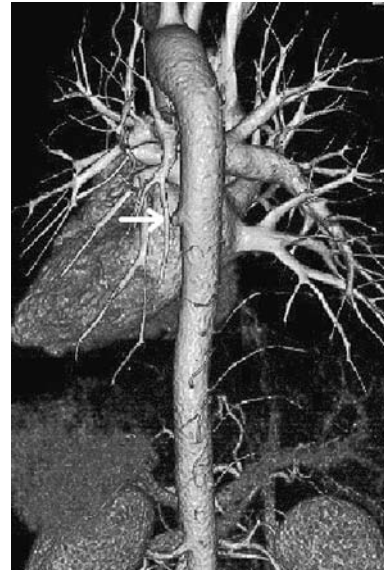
On July 10, 2014, three-dimensional computed tomography was performed and showed no aneurysmal change of the cut end of the aberrant artery branch.
